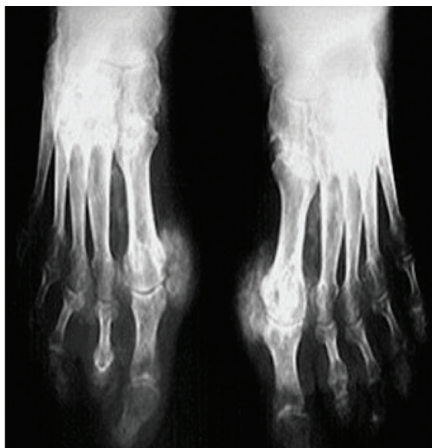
Рентгенологические признаки хронического подагрического артрита типичной локализации, уплотнение окружающих тканей
